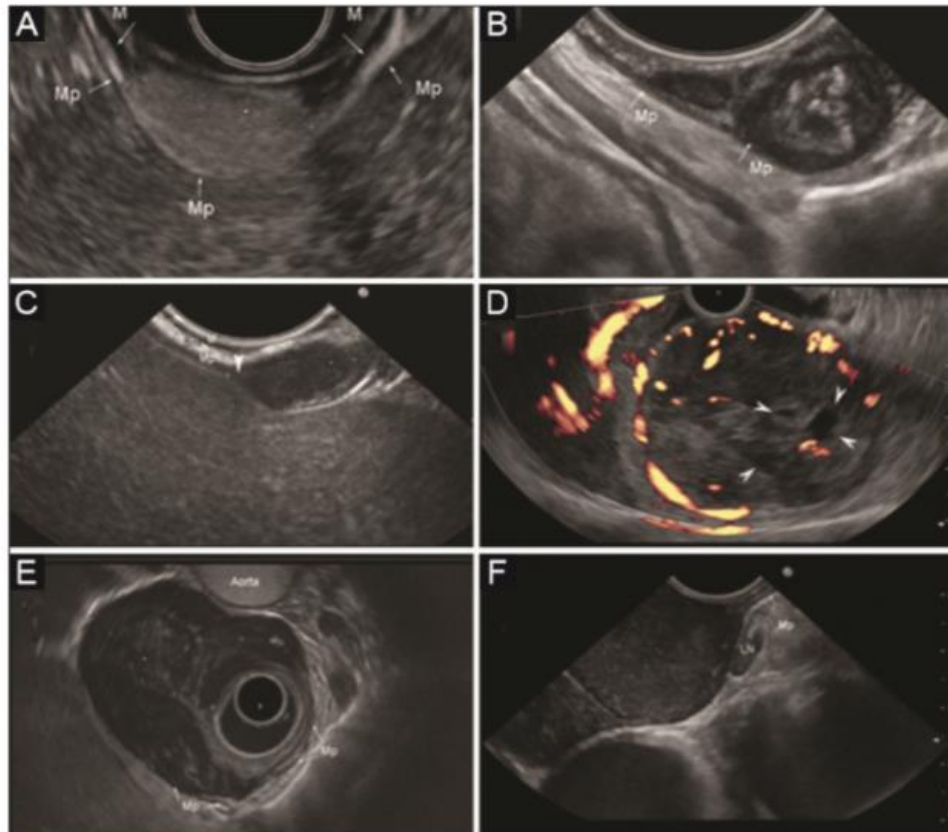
Endosonographic features of selected subepithelial lesions.
